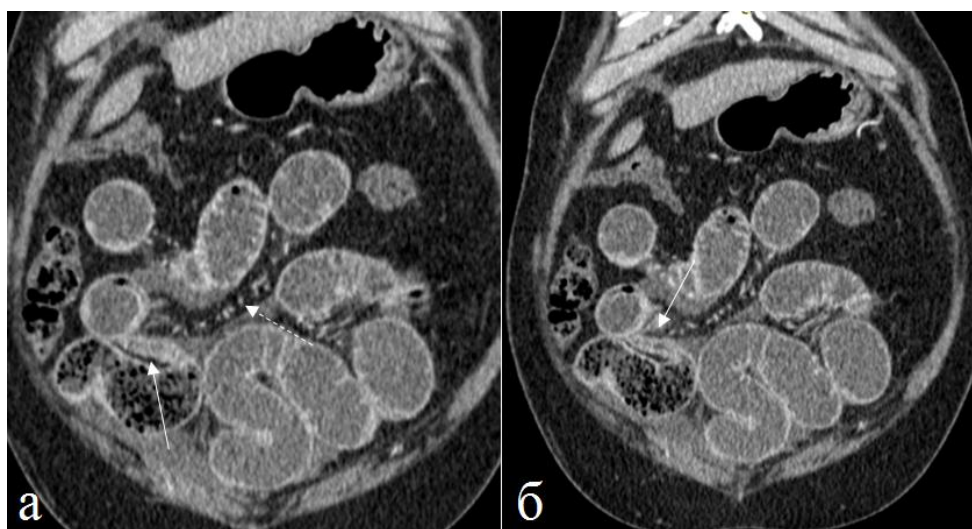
Больной 69 лет. Спаечная тонкокишечная непроходимость. Фронтальная реконструкция томограмм. Зоны перехода между расширенными и спавшимися петлями тонкой кишки представлены фрагментами тонкой кишки с неизменной стенкой и не содержат признаков поражения (непрерывные стрелки). ВСосуды прилежащих частей брыжейки расширены (пунктирная стрелка).
